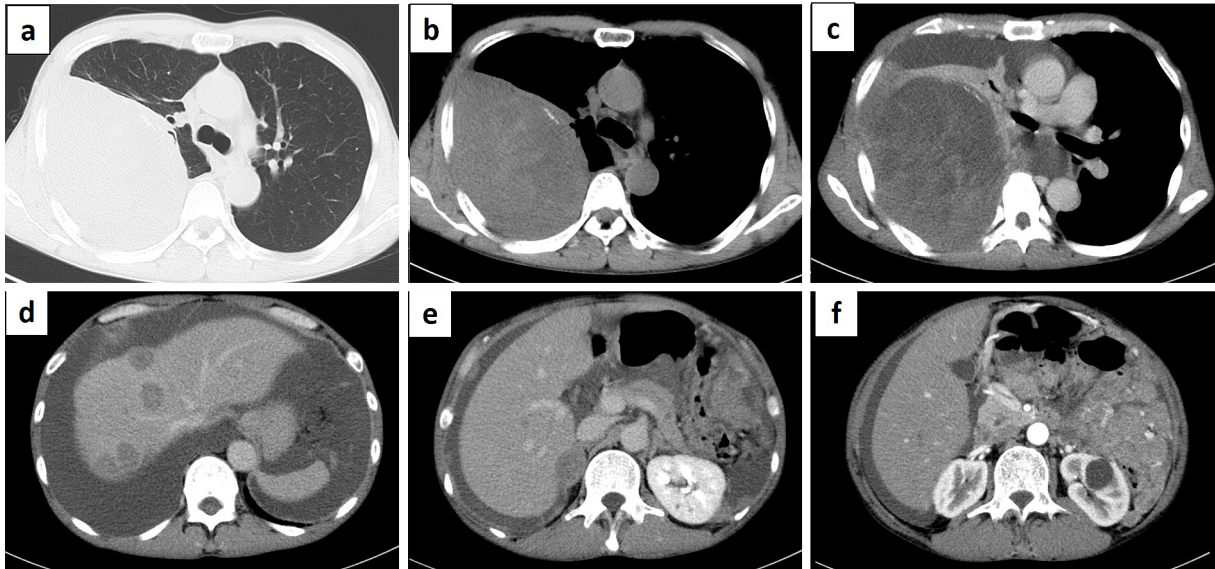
Chest non-contrast computed tomography (CT) performed at the previous hospital showed an intrathoracic tumor pressing on the right lung (a, b). Chest enhanced CT on admission showing a large quantity of right pleural effusion and an intrathoracic mass occupying the right thoracic cavity (c). Abdominal enhanced CT showed multiple nodules in the liver that were enhanced in the early phase (d) along with a right adrenal mass (e). Ascites were noted, and the omentum and intestinal tract showed adherence (f).
